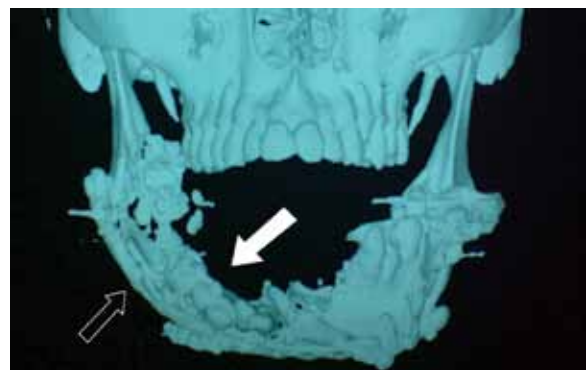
Reconstrução digital de tomografia de face – placa de reconstrução (seta preta) fixando fragmentos ósseos e dentes deslocados (seta branca).
